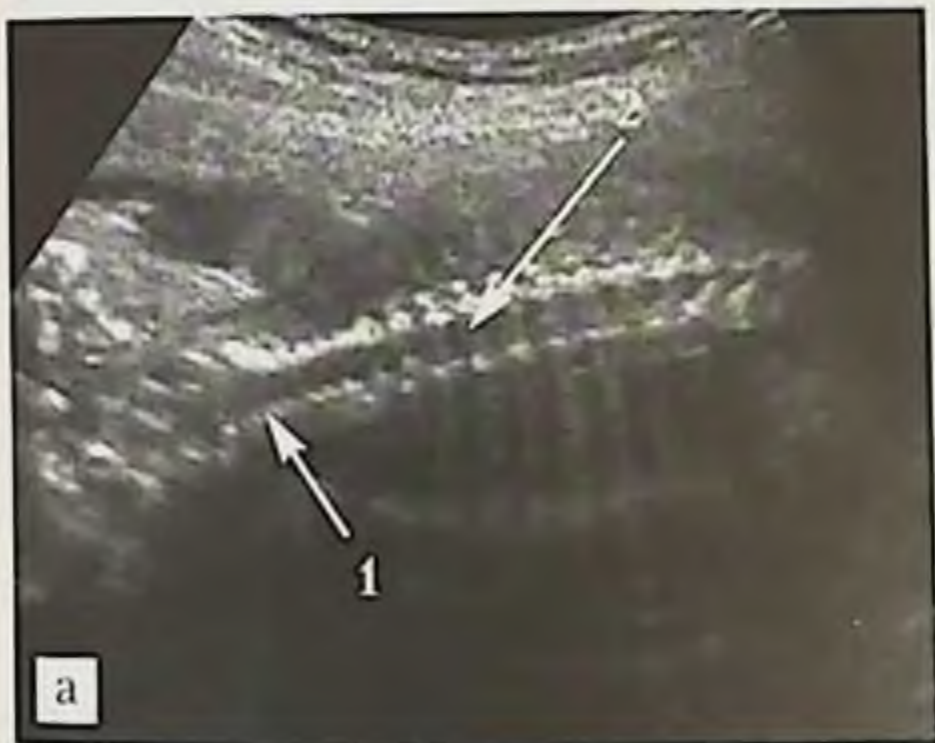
УЗИ позвоночника плода, венечная плоскость: а — эхограмма шейного и грудного отделов позвоночника в 21 нед гестации (трансабдоминальный доступ со стороны правой боковой поверхности шеи и грудной клетки плода):
